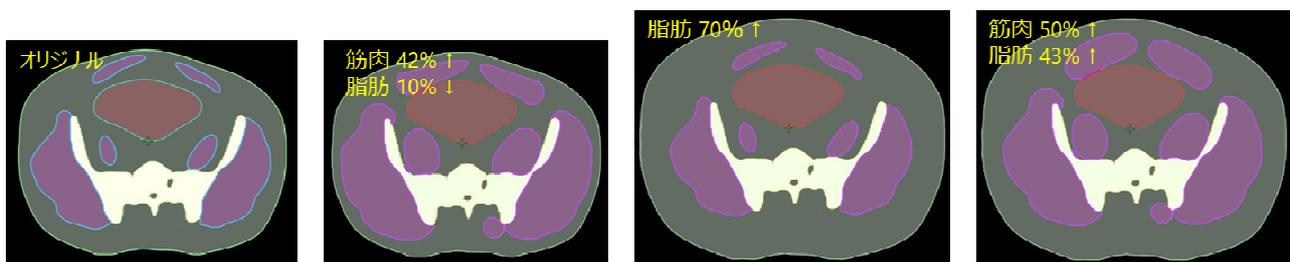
線量計算に用いた4パターン của ファントムのCT画像
